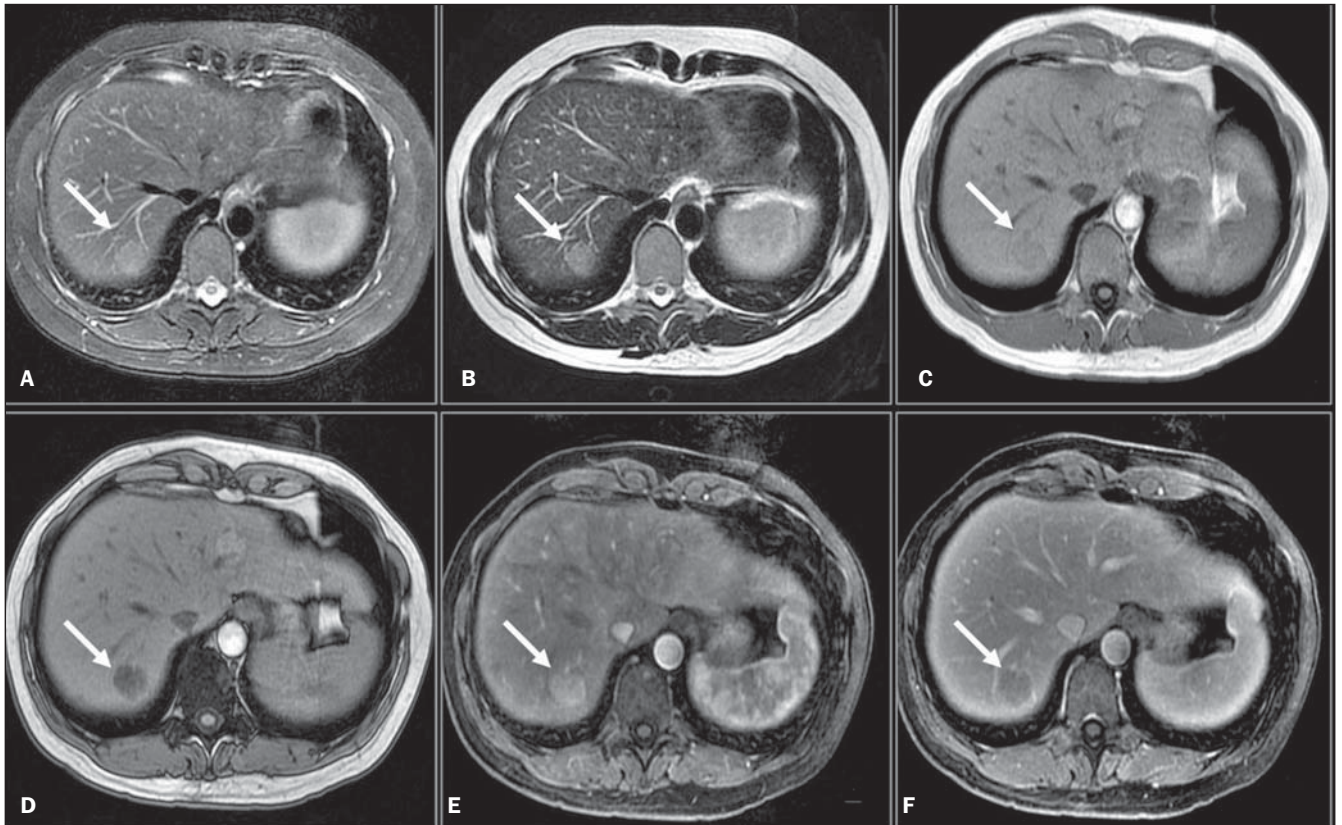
Adenoma hepático na RM (setas). A: FSE T2 com saturação de gordura, TE 90 ms; B: FSE T2 sem saturação de gordura, TE 180 ms; C: GRE T1 em fase; D: GRE T1 fora de fase; E: GRE T1 pós-contraste fase arterial; F: GRE T1 pós-contraste fase portal. Notar acentuada queda do sinal da lesão na seqüência GRE T1 fora de fase, indicando componente de gordura lesional.
